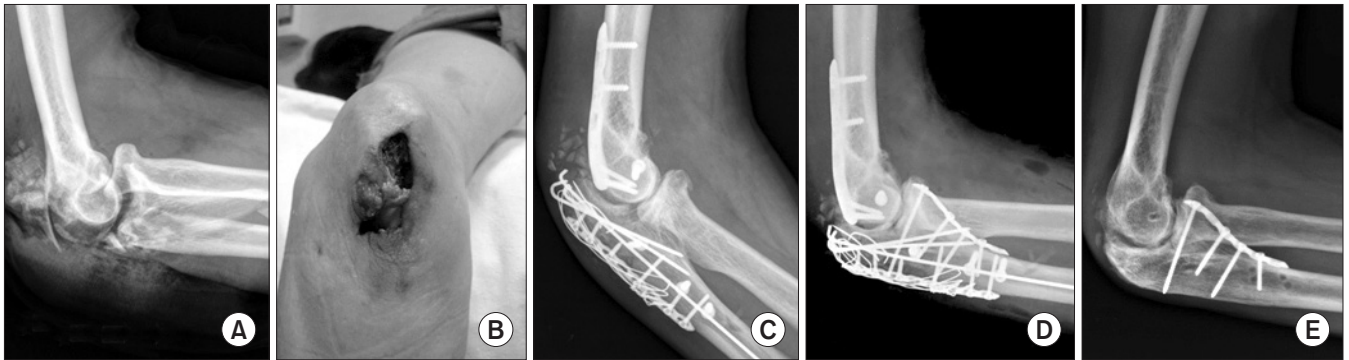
A 58-year-old man was hit by a mass. (A) Lateral x-ray of anterior transolecranon fracture dislocation associated with distal humerus lateral condyle fracture and coronoid process fracture. (B) Open fracture of anterior transolecranon fracture dislocation. (C) Antibiotics impregnated cement implantation, which was performed on the lesion of open fracture and bone defect. (D) Removal of cement and internal fixation for the coronoid process fracture were performed on the 5th week following surgery. (E) Due to delayed infection sign of *Methicillin sensitive Staphylococcus aureus*, partial implant removal surgery was performed. On the final follow-up (18 months after surgery), 90° of elbow range of motion, 12° of flexion, and a Mayo elbow performance score of 70 were detected.
